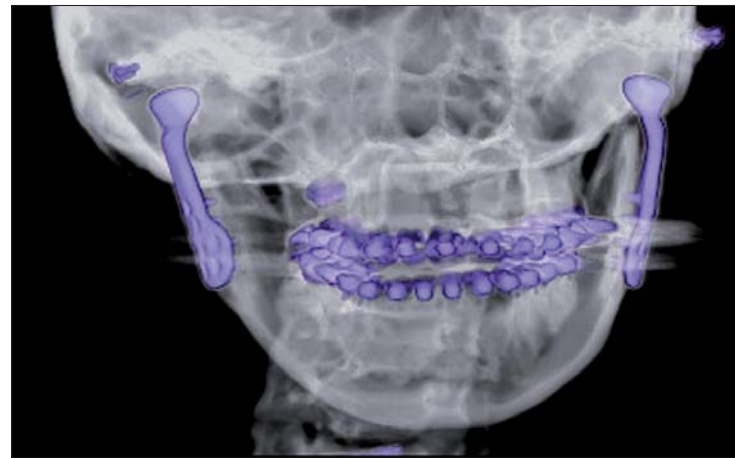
Darstellung der 3-D-Rekonstruktion des postoperativen CT eines beidseitigen Gelenkersatzes. Die Abbildung zeigt ordnungsgemäß einliegende Neofossae und Neokondylen beidseits. Die Neofossae sind aus ultrahochvernetztem Polyethylen und deshalb nicht röntgenkontrastgebend, nur die Fixierungsschrauben.
